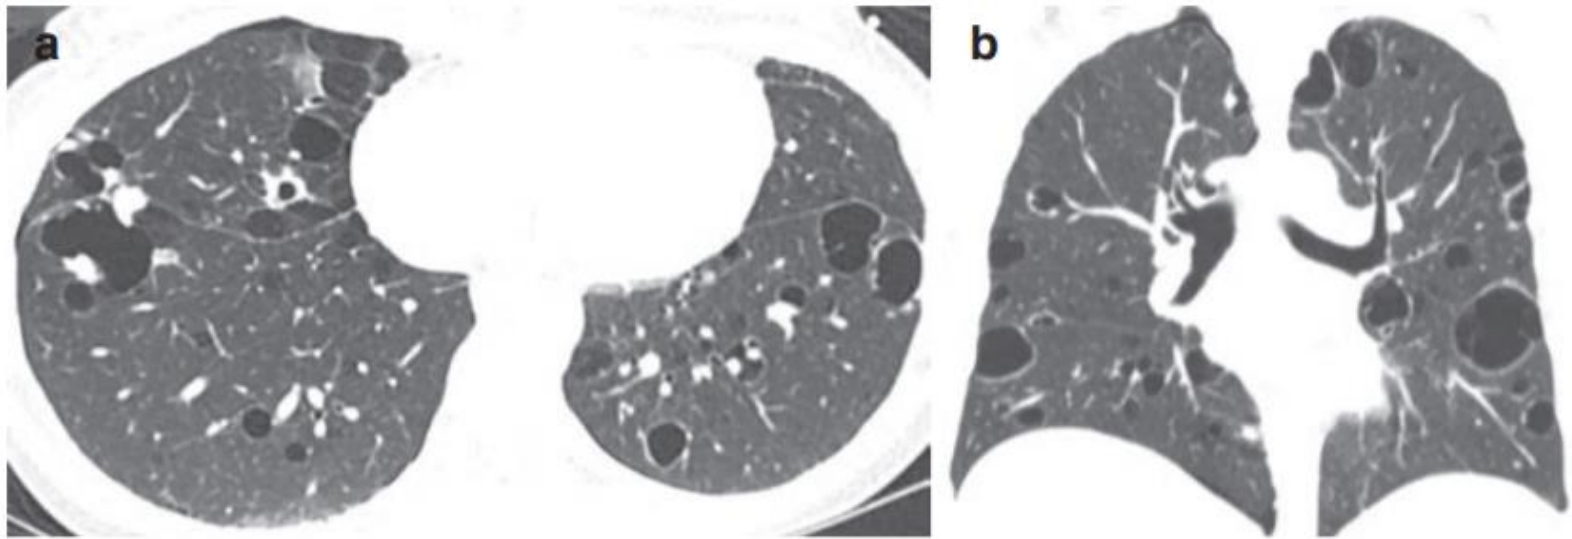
Light-chain deposition disease (LCDD). A 32-year-old female with history of left spontaneous pneumothorax 10 years ago, now with right chest pain and small spontaneous right pneumothorax. (a) Axial CT image reveals multiple thin-walled cysts and adjacent nodules. (b) Coronal CT image is notable for diffuse involvement without zonal predilection. Case courtesy of Dr. Brett Elicker, San Francisco, CA
